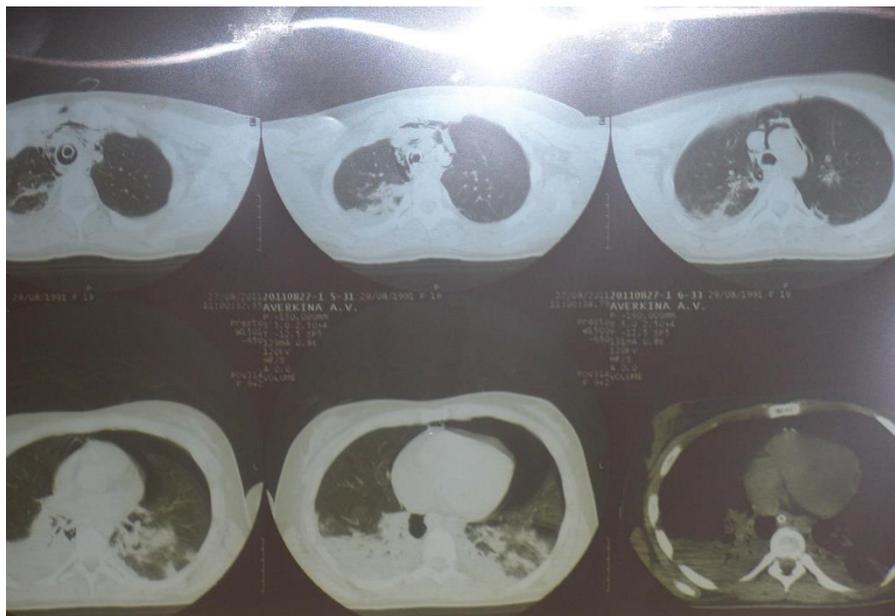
КТ ОГК пациентки А
